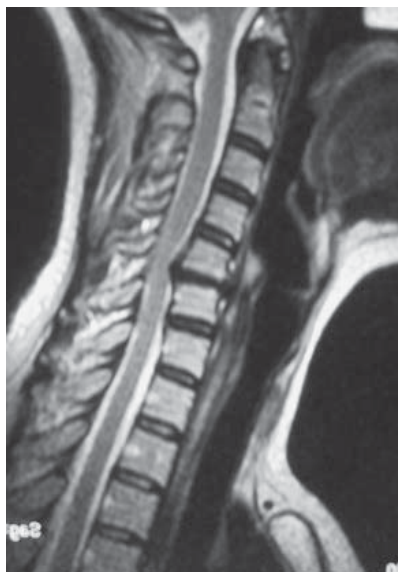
Example of pre-surgery MR imaging of a patient with disc disease on C5-C6 level. Visible segmental kyphosis of the cervical spine
